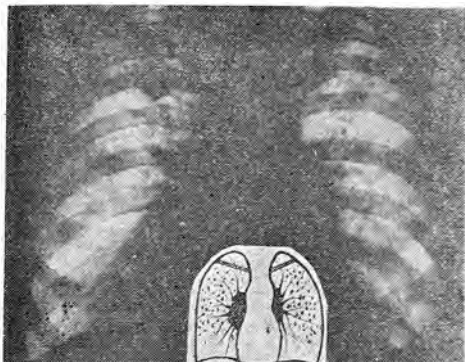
Рентгенограмма больного X, 52 лет.
